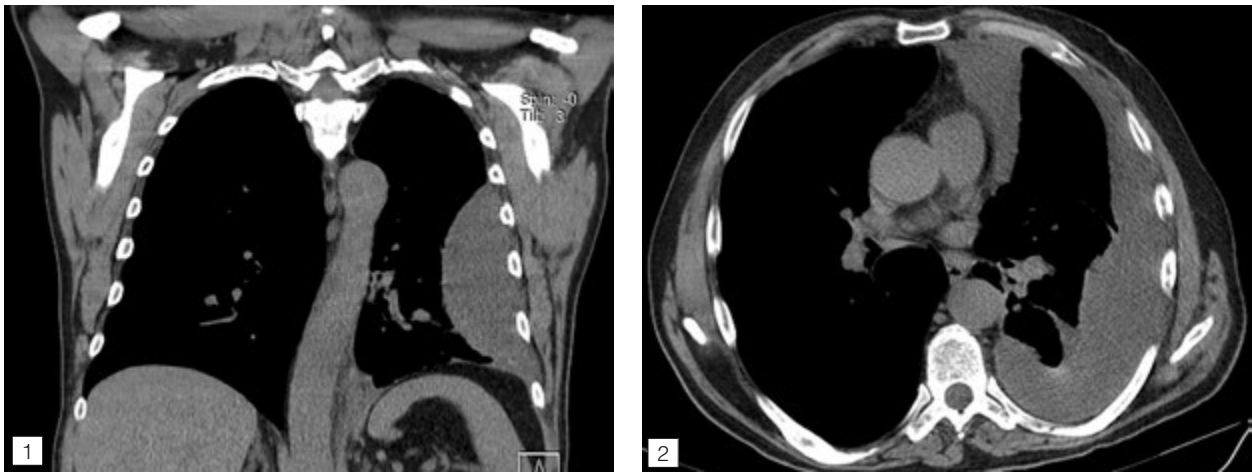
Вигляд осумкованого плеврального випоту на КТ
